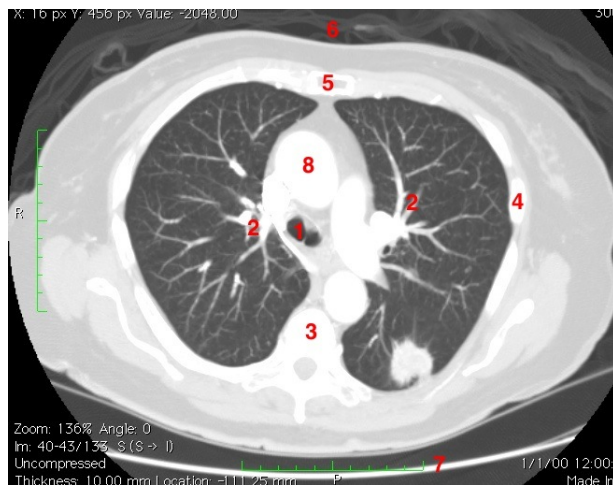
Alcune strutture anatomiche visibili in un esame CT: 1 inizio divisione bronchi a fine trachea (1) e prime generazioni (2), colonna (3), costole (4), sterno (5), aria esterna (6), lettino (7), cuore e strutture connesse (8).
